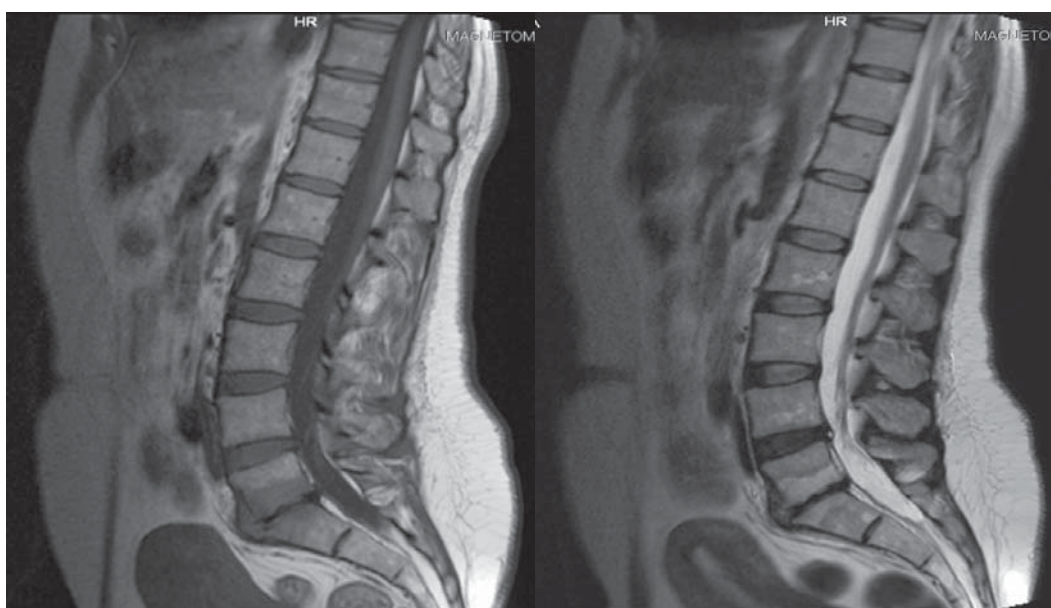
RMN lombar. A - modificările degenerative vertebrale de tip Modic I la nivelul L5-S1 hipointense în regim T1. B - modificările degenerative vertebrale de tip Modic I hiperintense în regim T2. C - protruzii discale L4-L5 0,43 cm, L5-S1 0,42 cm
